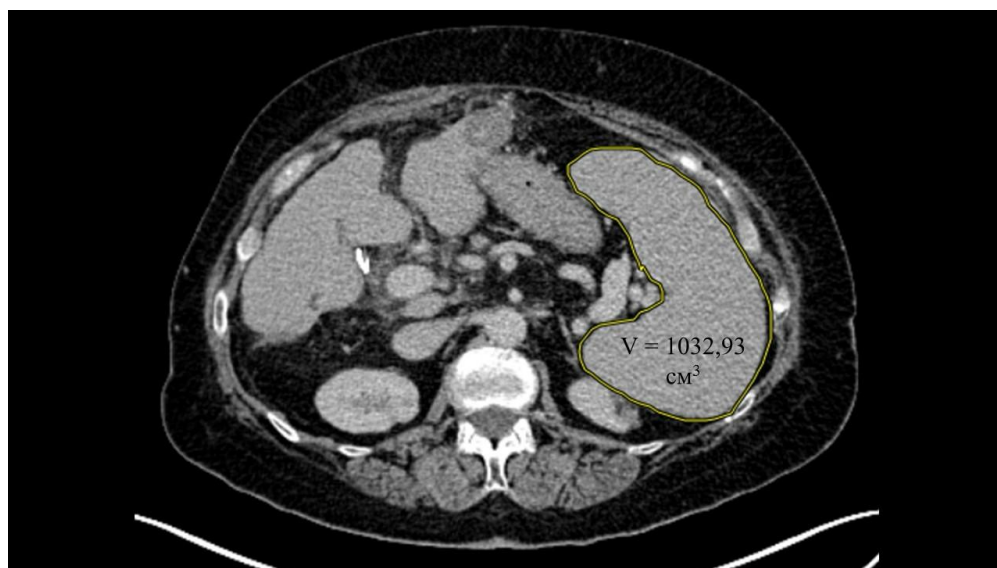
КТ органов брюшной полости с внутривенным контрастированием перед проведением ЧЭАС
